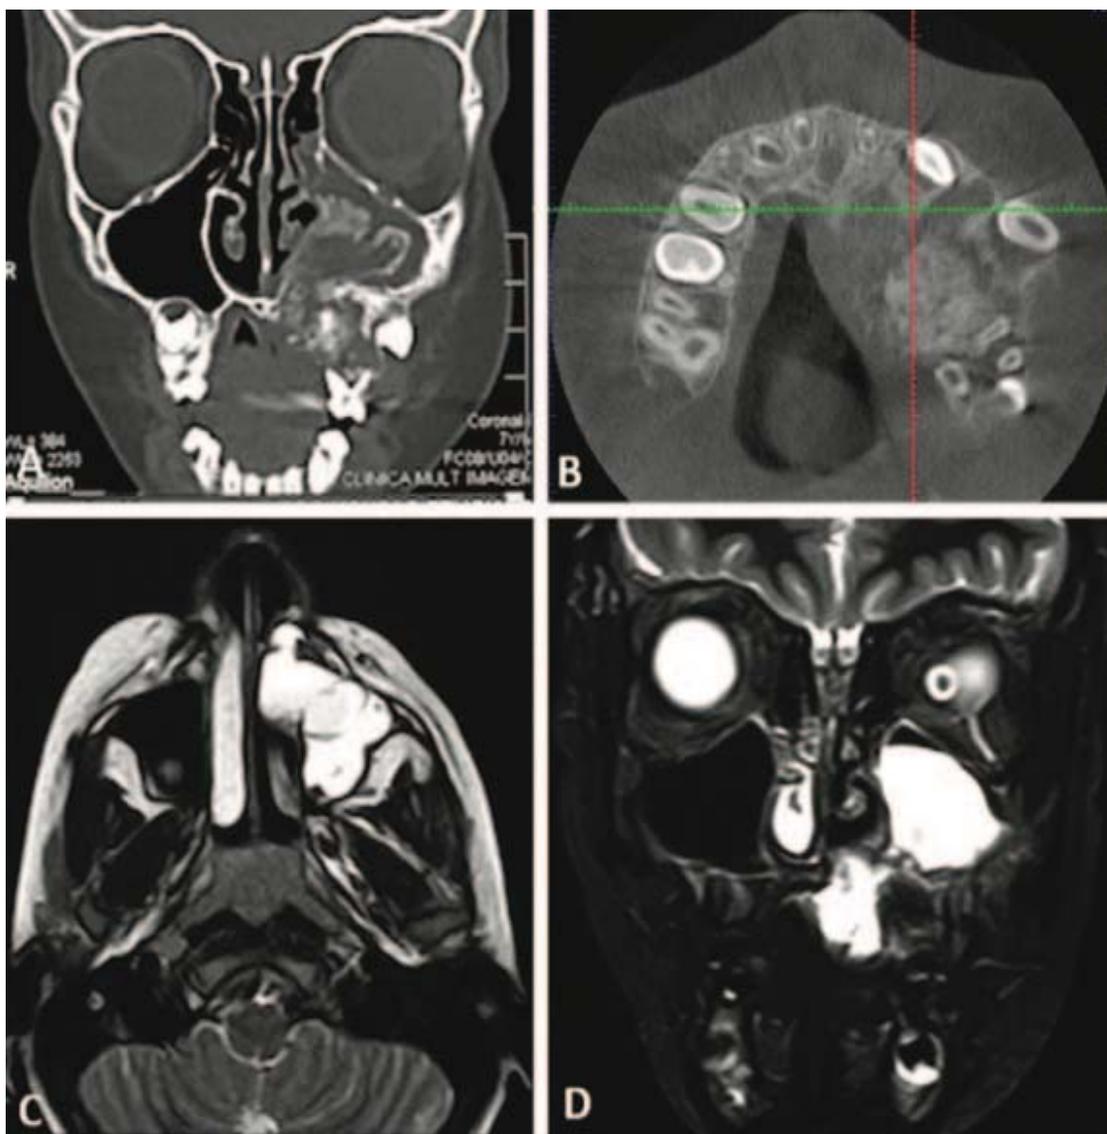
A) Corte axial que muestra lesión extensa que involucra el seno maxilar y ocasiona destrucción de la cortical ósea vestibular y palatina B) Corte coronal donde se aprecia la misma lesión con las características antes descritas. C) y D) Resonancia magnética coronal que exhibe obliteración del seno maxilar izquierdo por inflamación y acúmulo de secreciones.¹⁰
